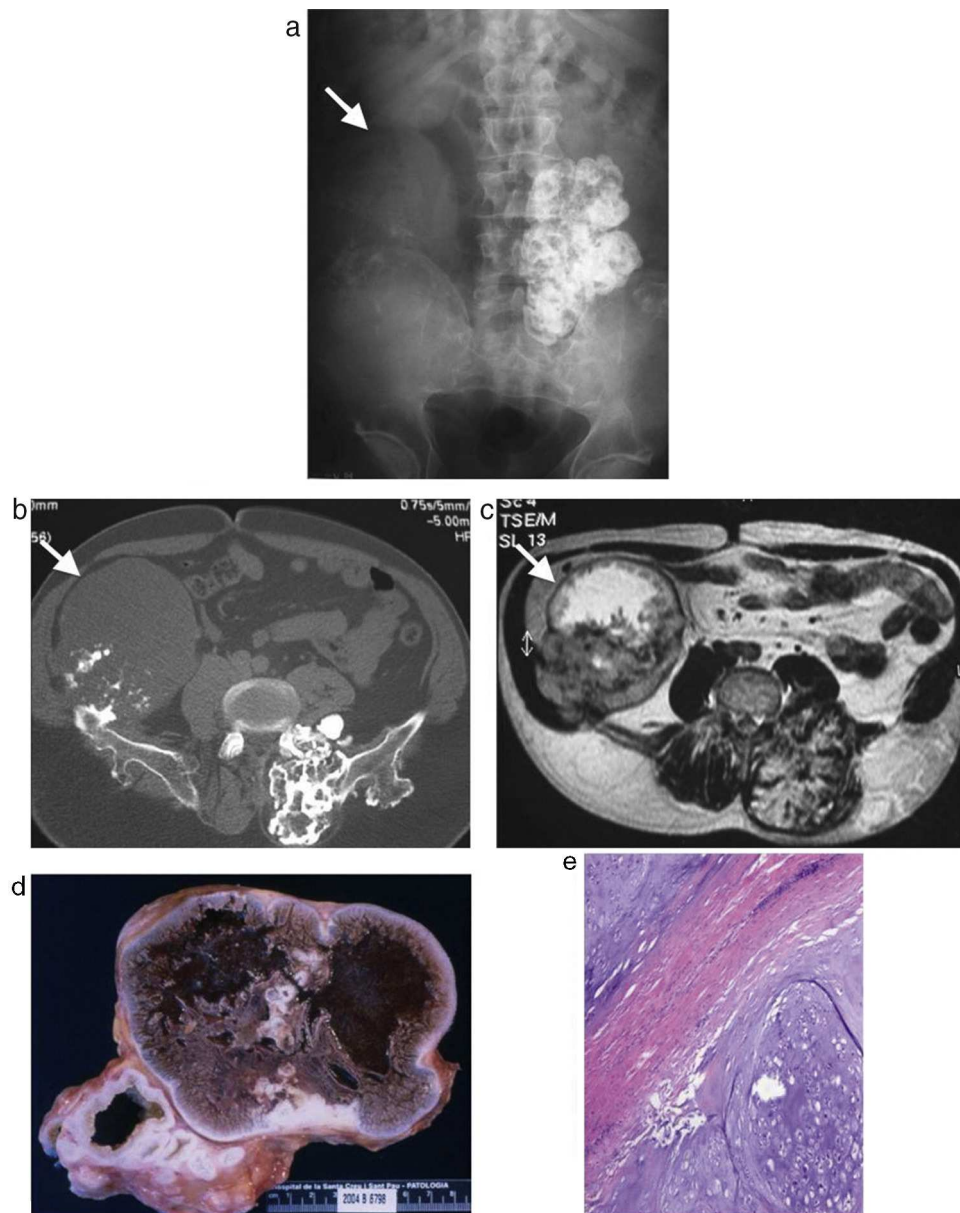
Condrosarcoma secundario en un varón de 52 años con osteocondromatosis hereditaria. a) La radiografía de abdomen muestra una lesión parcialmente calcificada en flanco derecho, y el colon derecho desplazado (flecha blanca). Se observa una segunda tumoración paravertebral lumbar izquierda, densamente calcificada. b) La TC muestra una gran lesión en el flanco y hemipelvis derecha, originada en el hueso iliaco y con calcificaciones dispersas de tipo cartilaginoso (flecha blanca). Múltiples osteocondromas en ambos huesos iliacos, con continuidad de la cortical. c) En una imagen transversal potenciada en T2 se observa una lesión heterogénea, con áreas hipo e hiperintensas que corresponden, respectivamente, a calcificaciones y a la matriz tumoral no calcificada, así como un área más extensa de hiperintensidad que corresponde a una degeneración quística de la lesión (flecha blanca). d) La pieza macroscópica muestra un tumor cartilaginoso polilobulado y un área central de transformación quística. e) La preparación histopatológica (aumento original x 200; tinción de hematoxilina-eosina) muestra un condrosarcoma de grado intermedio.
